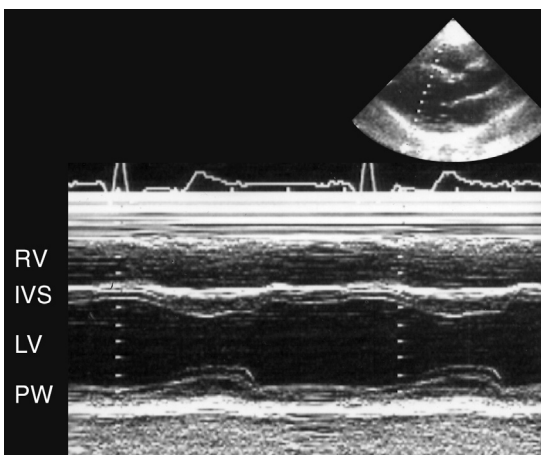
М-модальное исследование левого желудочка, скорость развертки 50 мм/с. Для правильного измерения размеров левого желудочка, толщины его задней стенки и межжелудочковой перегородки необходимо, чтобы ультразвуковой луч проходил параллельно короткой оси левого желудочка (как здесь). В Лаборатории эхокардиографии Калифорнийского университета в Сан-Франциско линейные измерения не используются — мы определяем только объемы и массу левого желудочка. IVS — межжелудочковая перегородка, LV — левый желудочек, PW — задняя стенка левого желудочка, RV — правый желудочек.
